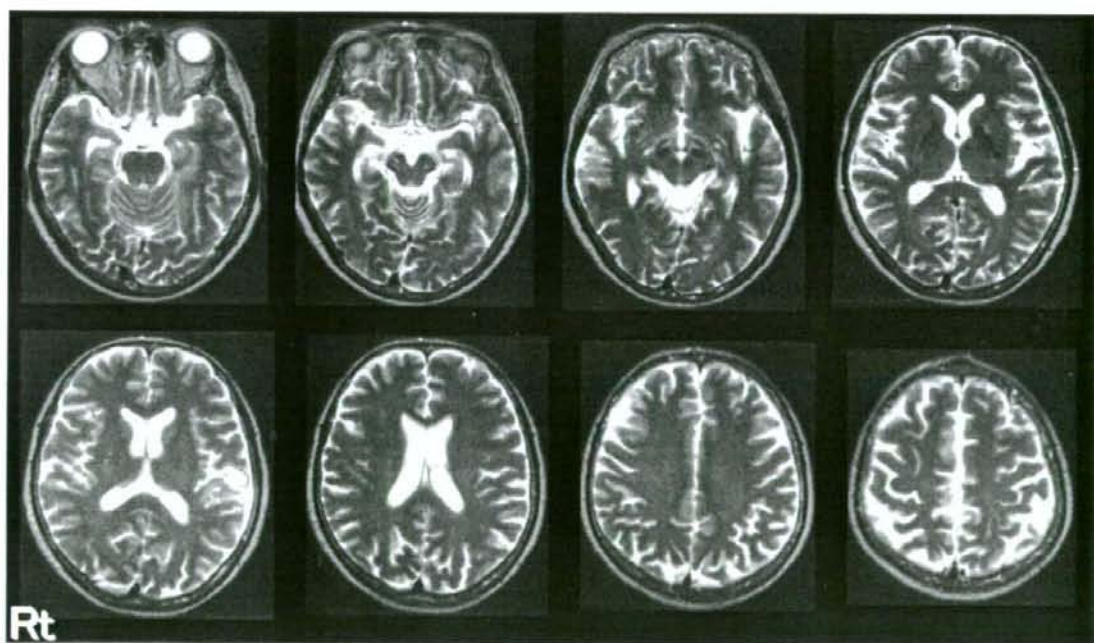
Axial MRI T2 images at age 62
